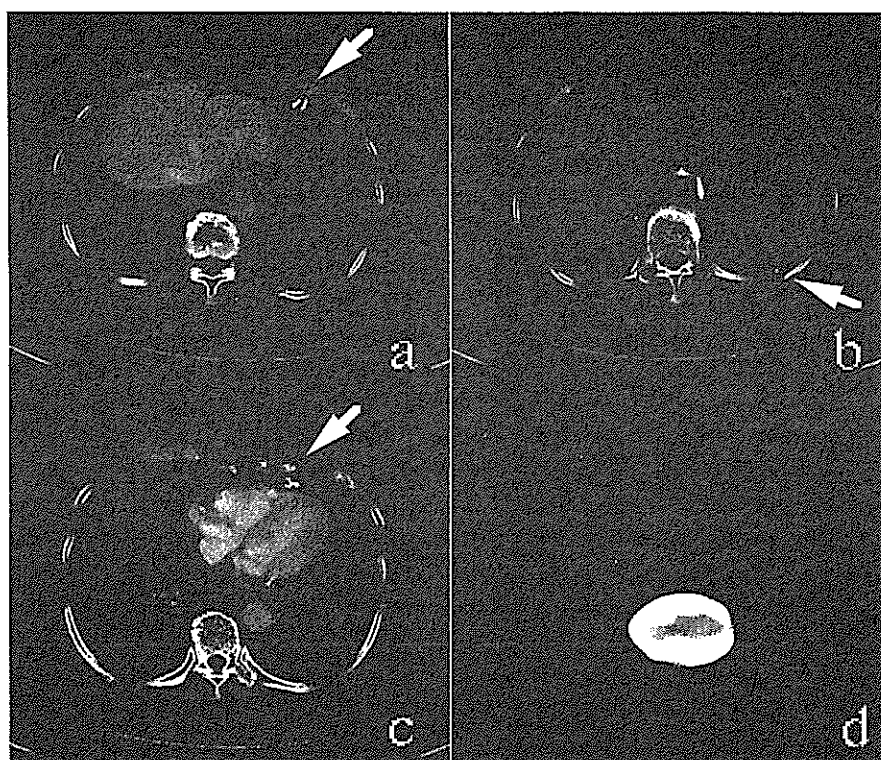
At first admission, chest CT showed no shadow corresponding to the X-ray of mass examination. It did however show an oval calcified mass on the left diaphragm in our retrospective examination. (White arrow indicates the oval calcified mass.)
